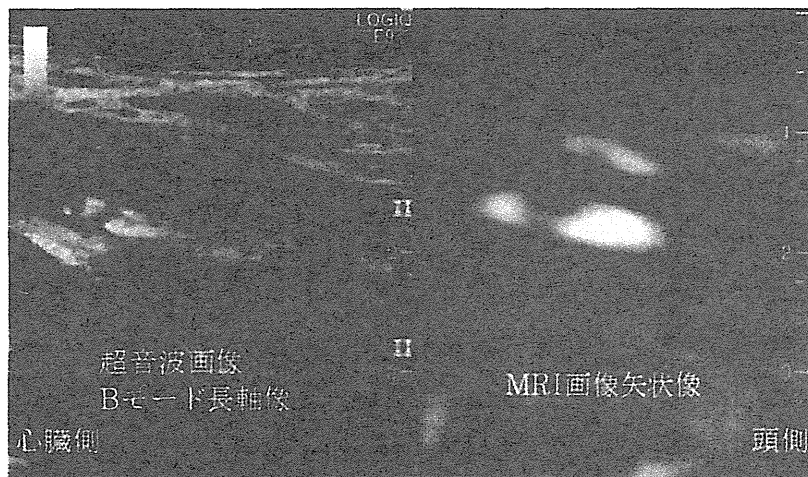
内頸動脈狭窄症症例でMRI画像(MPRAGE)をリアルタイムに参照しながら超音波検査を施行している際の実際の他画像参照システムの画像
